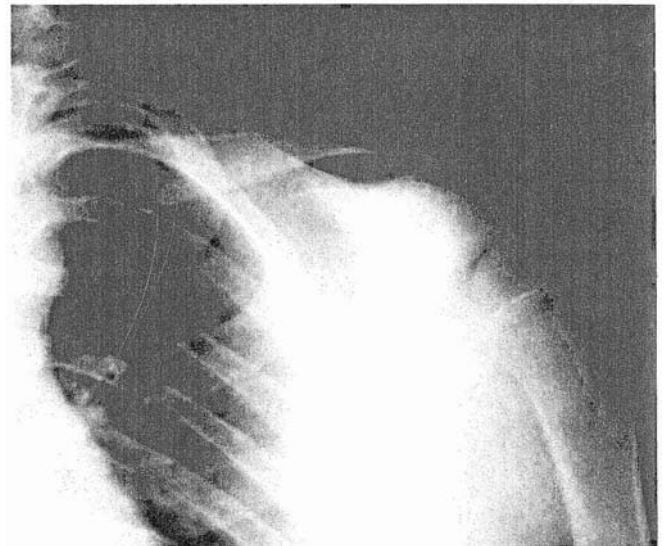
Radiografía anteroposterior de hombro. Seguimiento, mostrando zona de osteólisis y halo esclerótico periférico junto a la zona resecada en la primera intervención.
